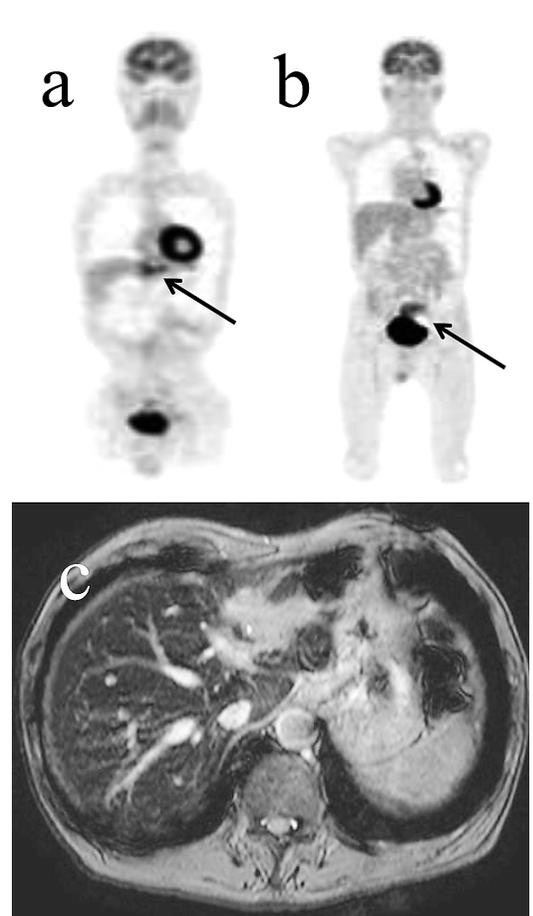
FDG-PET：既知の肝腫瘍に一致してSUVmax8の異常集積を認めた (↑) (a)。また骨盤内S状結腸部にFDGの強集積を認めた (↑) (b)。
